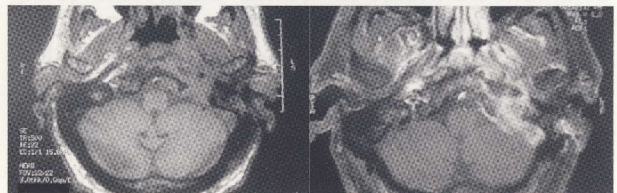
CORTES AXIAIS DE RMN EM PONDERAÇÃO T1 E T1 COM GADOLÍNIO, REVELANDO UM ENVOLVIMENTO EPIDURAL IMPORTANTE À ESQUERDA. NA IMAGEM DA ESQUERDA, SEM CONTRASTE PARAMAGNÉTICO, É EVIDENTE A TROMBOSE DO SEIO SIGMÓIDE (IMAGEM ISO-INTENSA EM T1 E T2).
